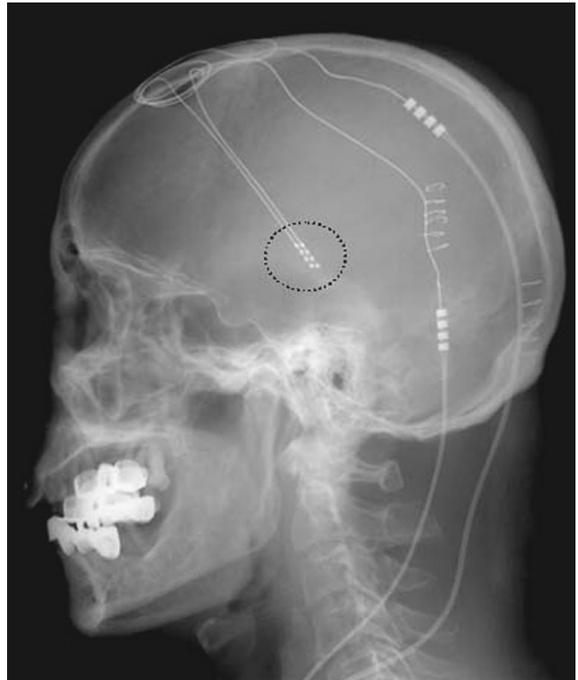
Deep brain stimulation. Electrodes for deep brain stimulation (two quadri-pole electrodes in dotted circle) are placed in a subthalamic nucleus in a 25 year-old patient with intractable partial epilepsy originated from bilateral parietal lobes. This X-ray image was obtained from Samsung Medical Center.
